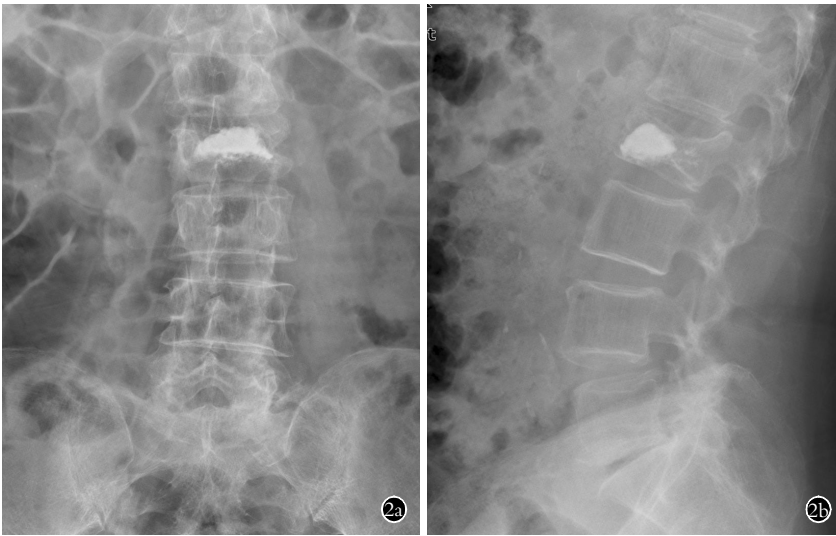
患者,女,68岁,L<sub>2</sub>压缩性骨折 2a,2b.单侧椎弓根途径PKP术后3d正侧位X线片
